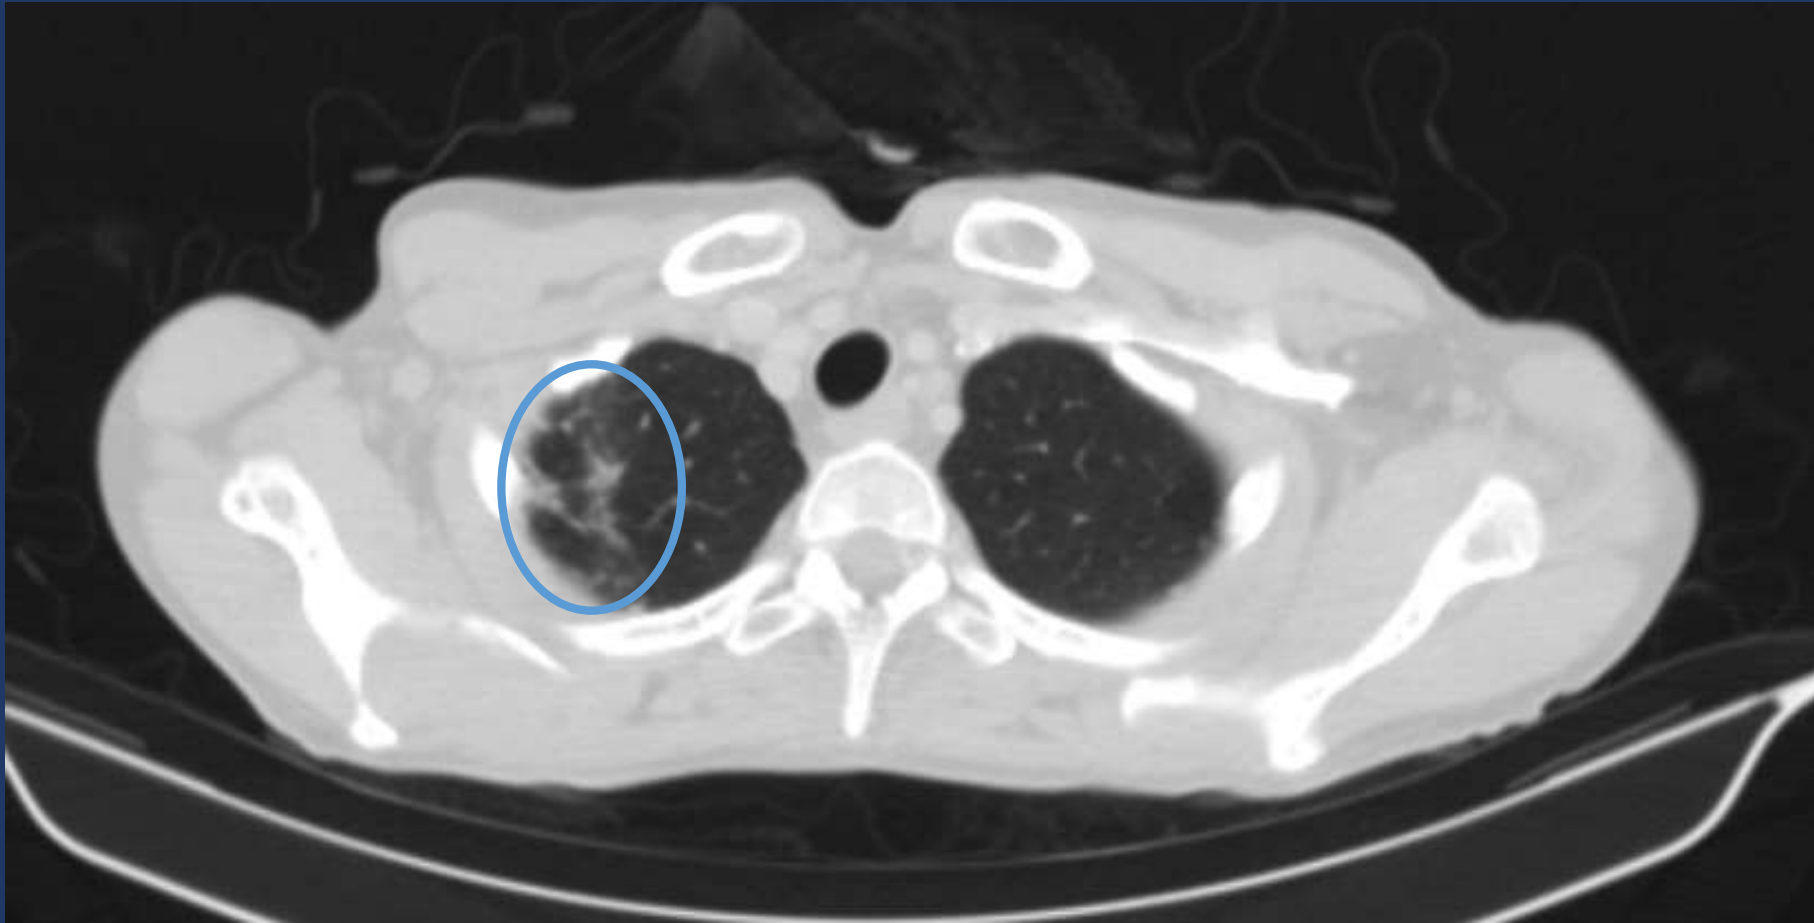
NEUMONITIS RÁDICA DERECHA: corte axial de TC de tórax donde se aprecia área de atenuación en vidrio esmerilado (círculo) en relación a cambios post - actínicos
